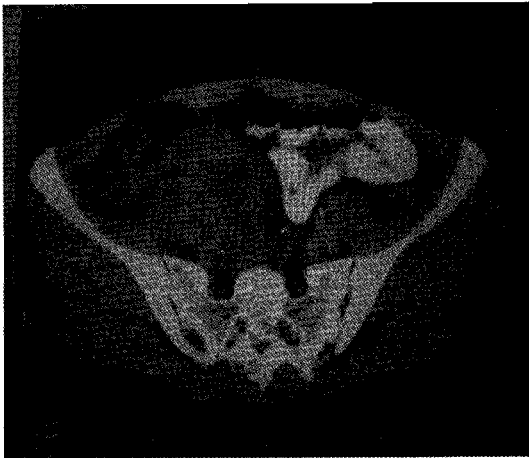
TDM abdominopelvienne avec ingestion de produit de contraste. Agglutination d'anses iléales inflammatoires en fosse iliaque droite comprimant l'uretère droit
